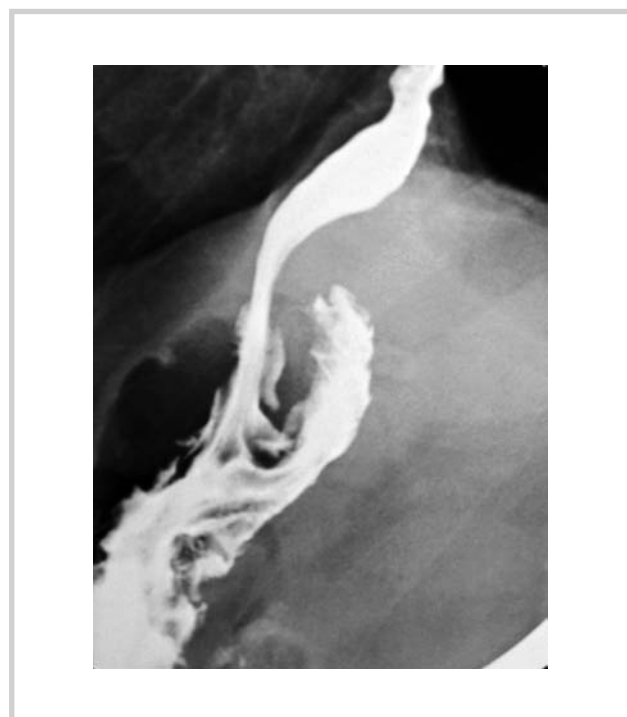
Данные контрольного рентгенологического исследования. Сформированная гастропликационная манжета.
